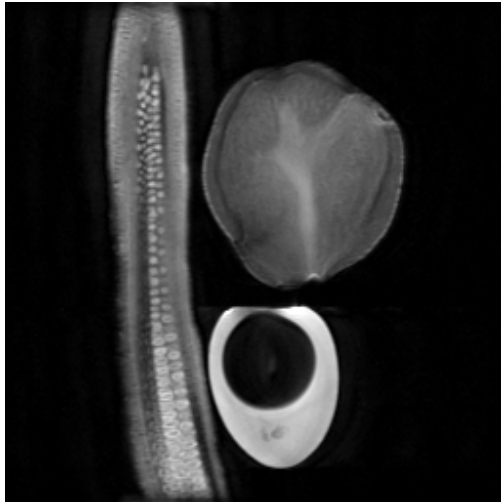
MRIによる植物(じゃがいも、キュウリ)と卵の断層像。脂質の多い卵黄部分が黒く抜けて観察される。
